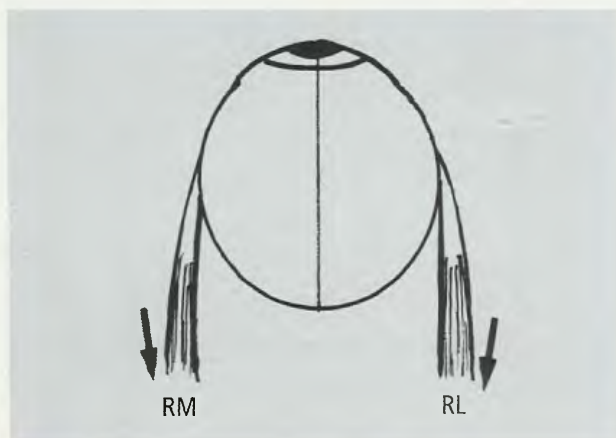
Ação dos músculos reto medial (RM) e reto lateral (RL) (ver o texto).
